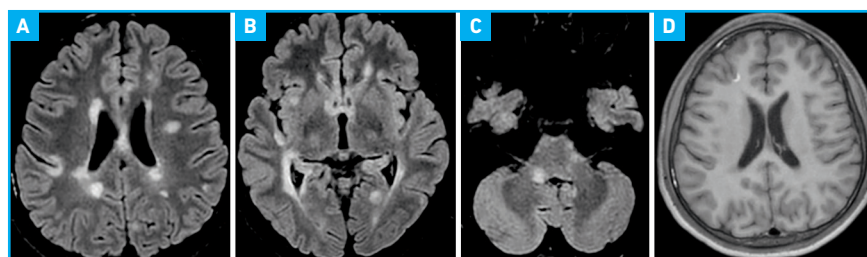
IRM initiale d'un garçon de 14 ans ayant une SEP avec déficit de l'hémicorps droit, montrant des lésions péri-ventriculaires (A, B), sous-corticales (A, B), infratentorielle (C) et une prise de contraste (D).
